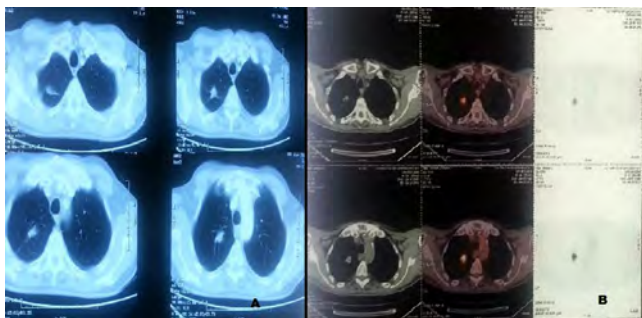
2-cm mass in the right upper lobe on thorax CT (A), SUVmax 16.2 mass in the right upper lobe on preoperative PET-CT (B).
